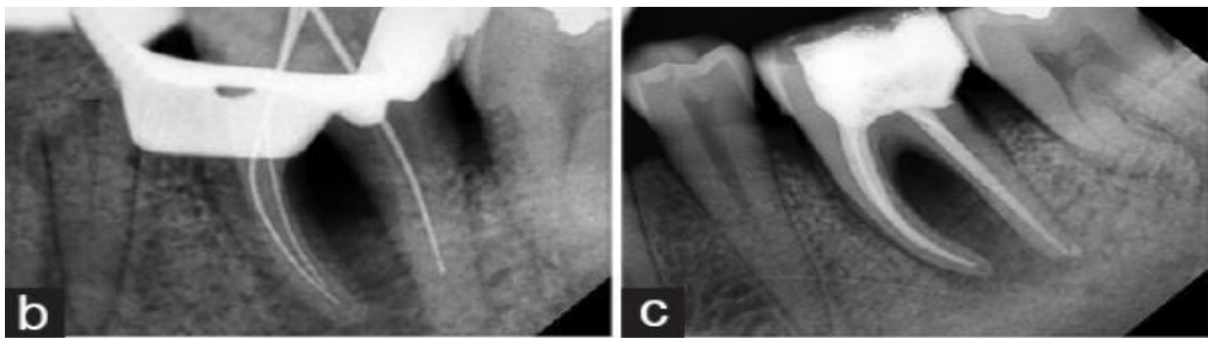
Radiographie lime en place et postopératoire du traitement endodontique de 36 . (86)
